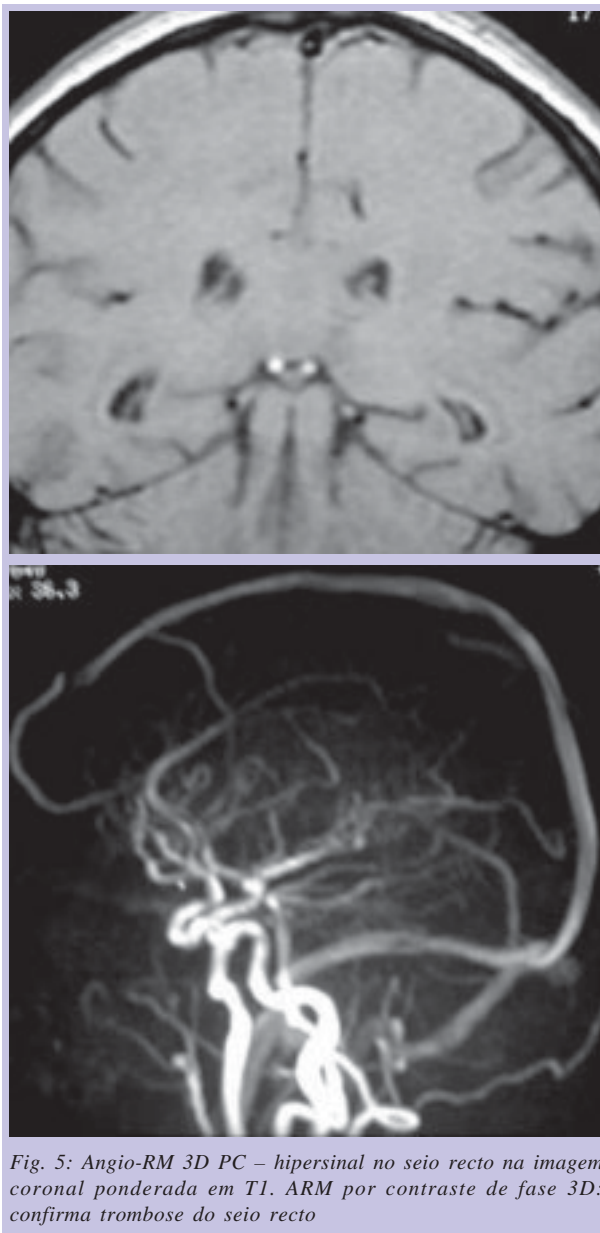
Angio-RM 3D PC – hipersinal no seio recto na imagem coronal ponderada em T1. ARM por contraste de fase 3D: confirma trombose do seio recto
